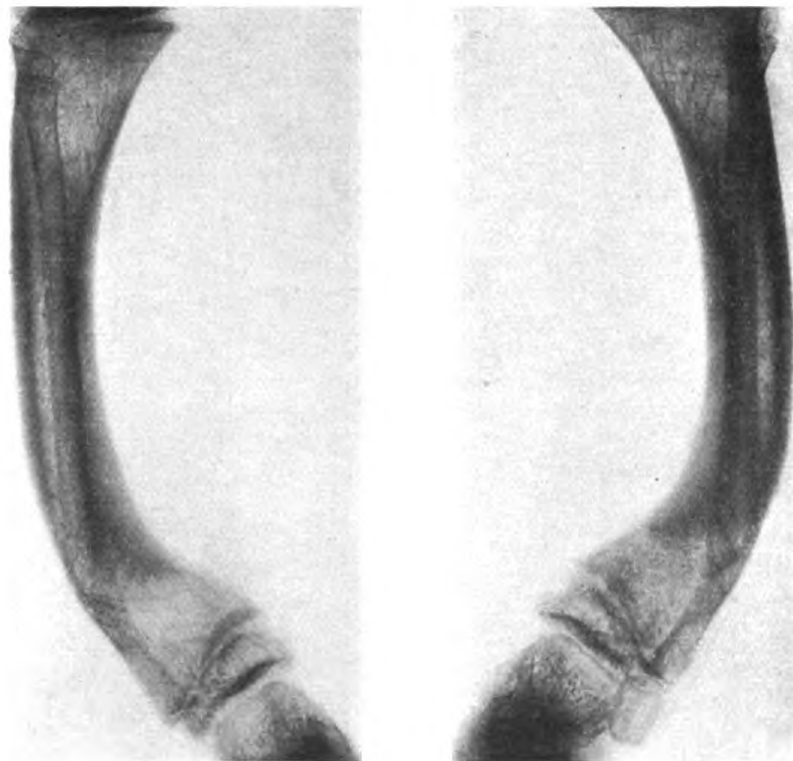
Derselbe Fall wie Abb. 5, Röntgenbild vor der Operation.
